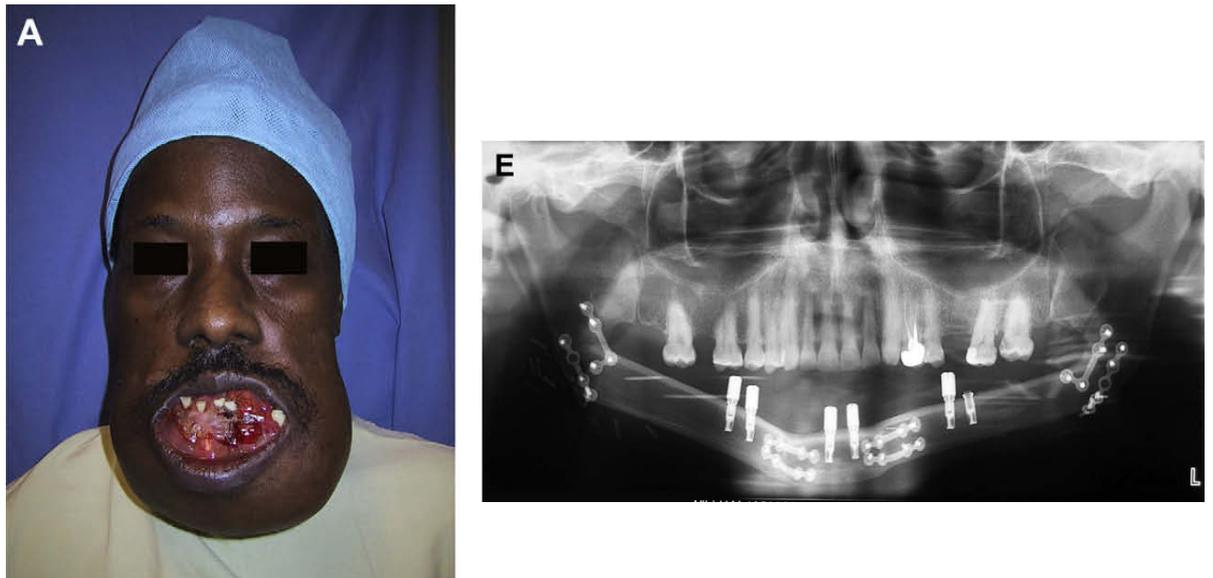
Fotografia e radiografia panorâmica de ameloblastoma gigante tratado com enxerto vascularizado imediato de fíbula (CHAINED *et al.*, 2009).
